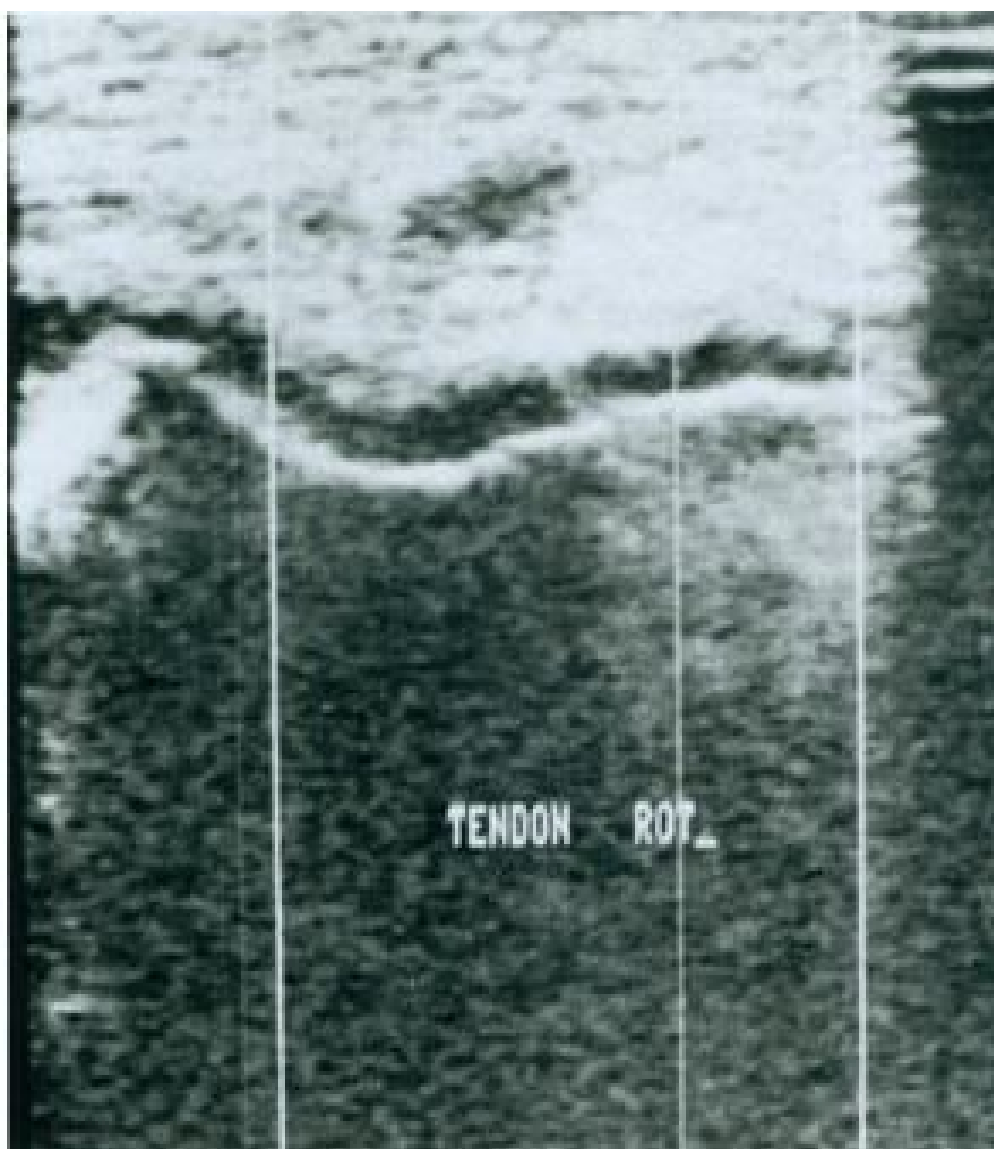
Image échographique du tendon rotulien*
